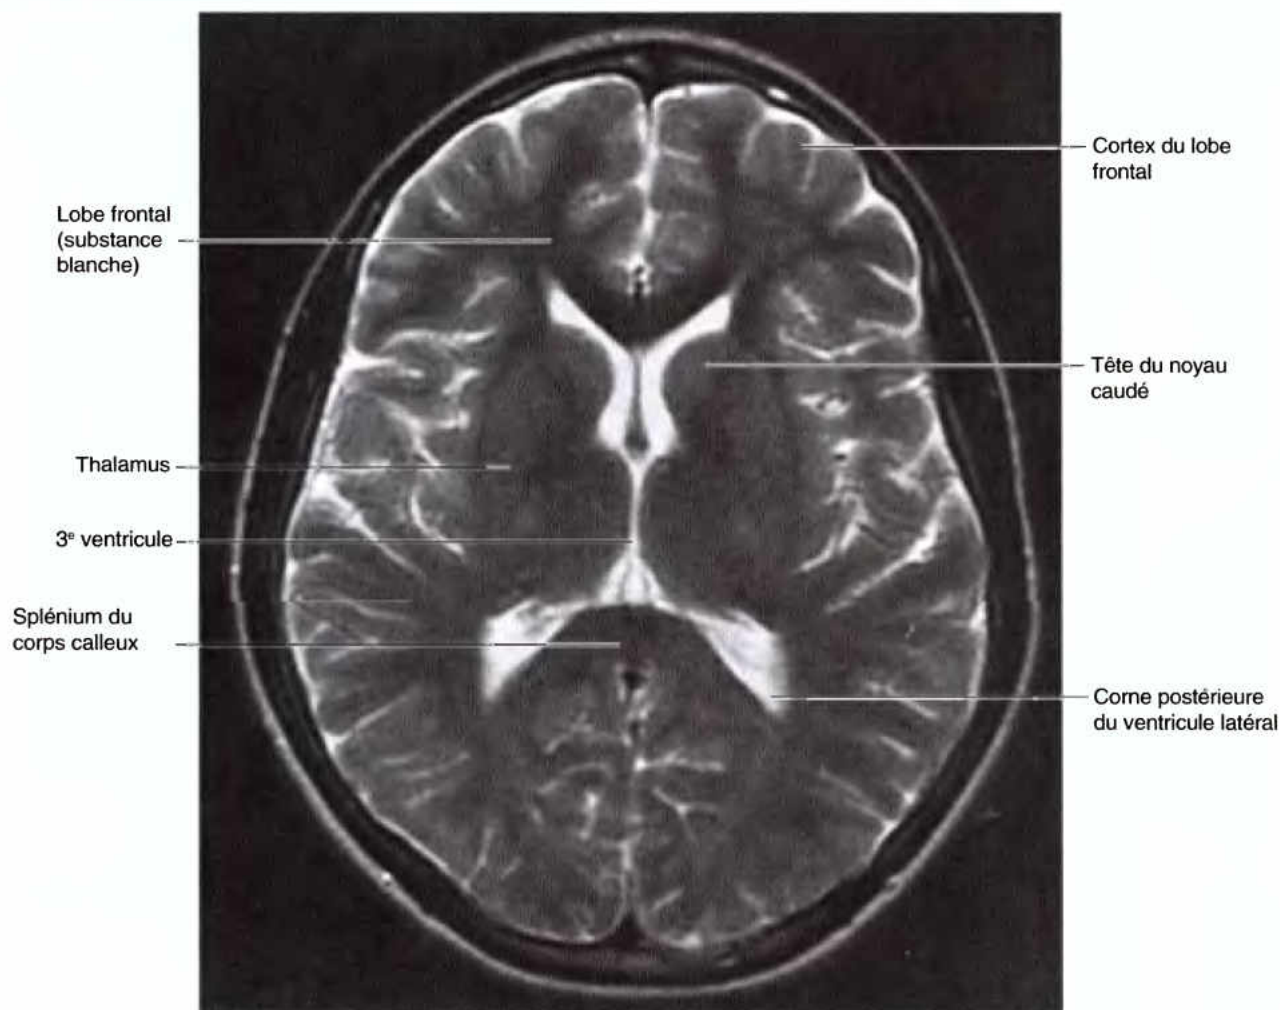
Coupe IRM transversale de l'encéphale. On reconnaît diverses parties de l'encéphale et du système ventriculaire.
